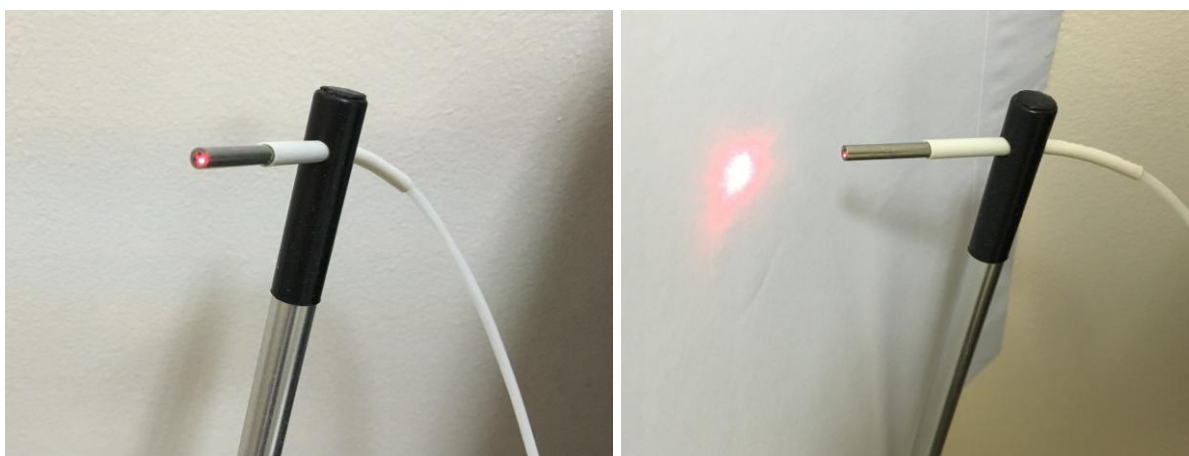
(a) Sonda laser-Doppler.
